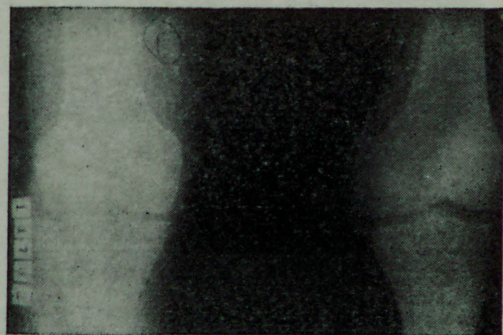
Joelho direito e esquerdo. Radiografia simples. Incidência de face. Extensão completa após o ressalto. Diminuição do aumento da interlinha lateral.
